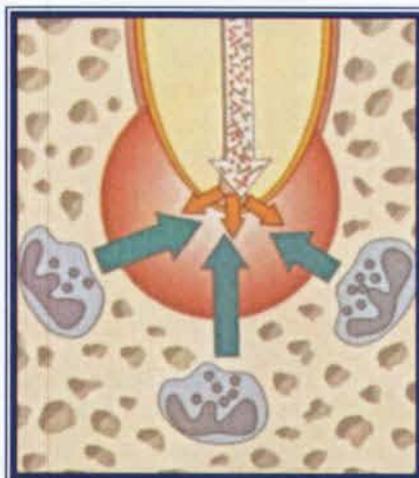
Reacción inflamatoria e inmunológica. Las células de defensa impiden la invasión de microorganismos del conducto radicular a la región periapical.
